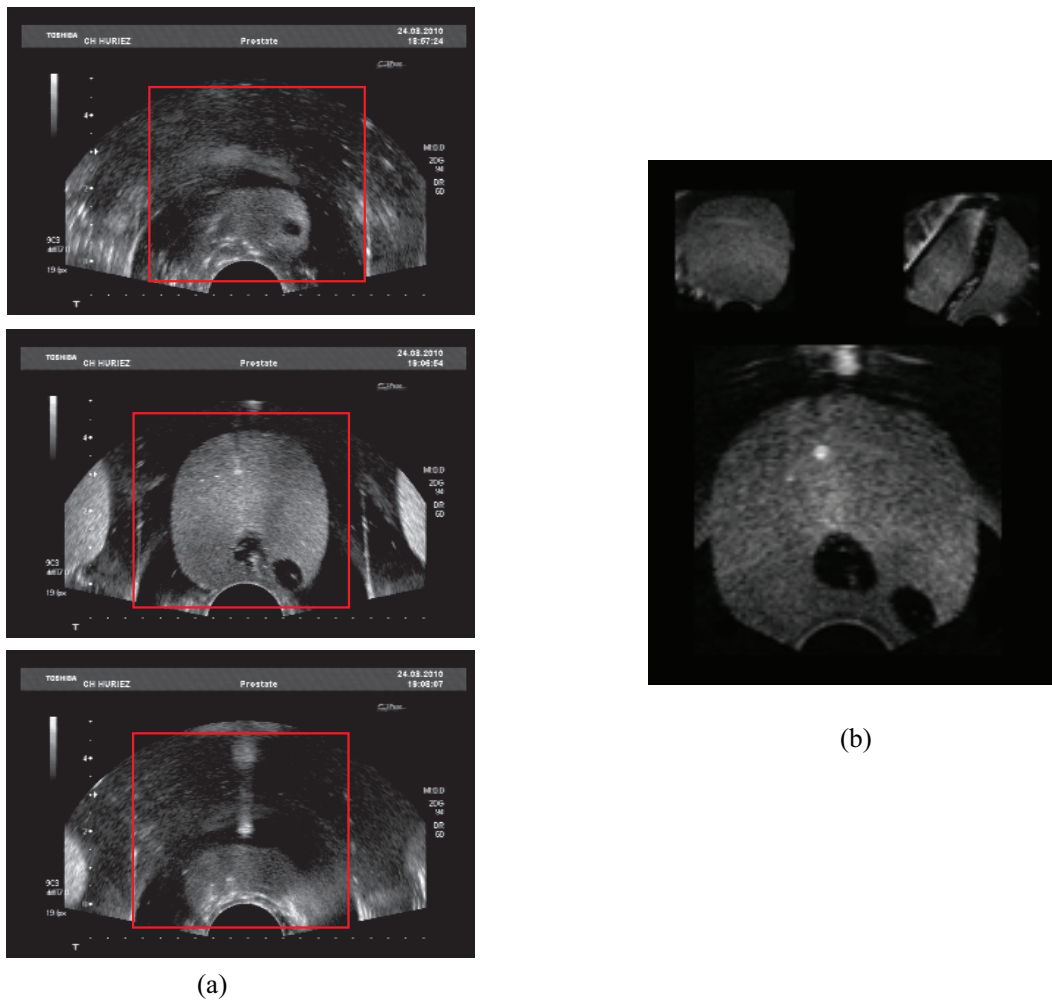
Échographie : du 2D en (a) au 3D en (b). La reconstruction a été effectuée dans la région d'intérêt délimitée en rouge sur les images "axiales" d'échographie, présentées en (a) de la base (en haut) à l'apex (en bas) en passant par le centre de la glande (au centre). Le volume (b) est représenté en vues coronale (haut gauche), sagittale (haut droite) et axiale.
